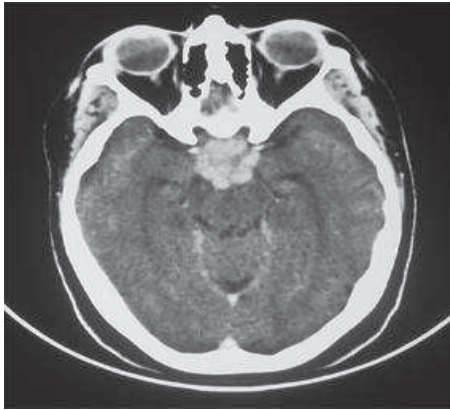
TDM en coupe axiale avec injection de produit de contraste : lésion supra-sellaire.
